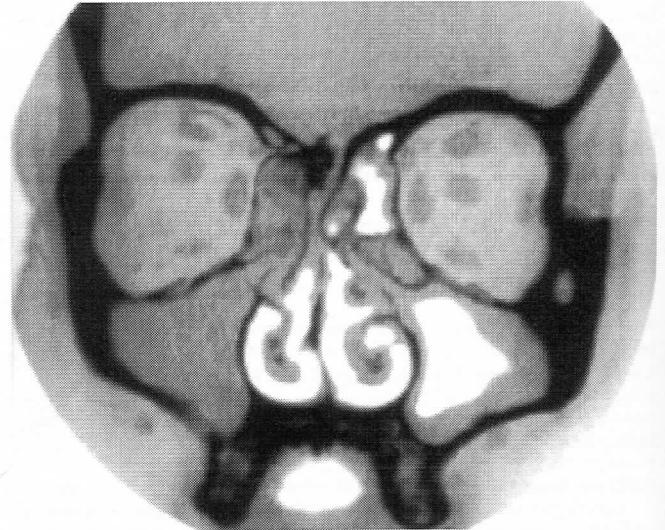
TC coronal para estudio de fosa anterior, donde se puede apreciar la solución de continuidad de la lámina cribosa del etmoides izquierda.
